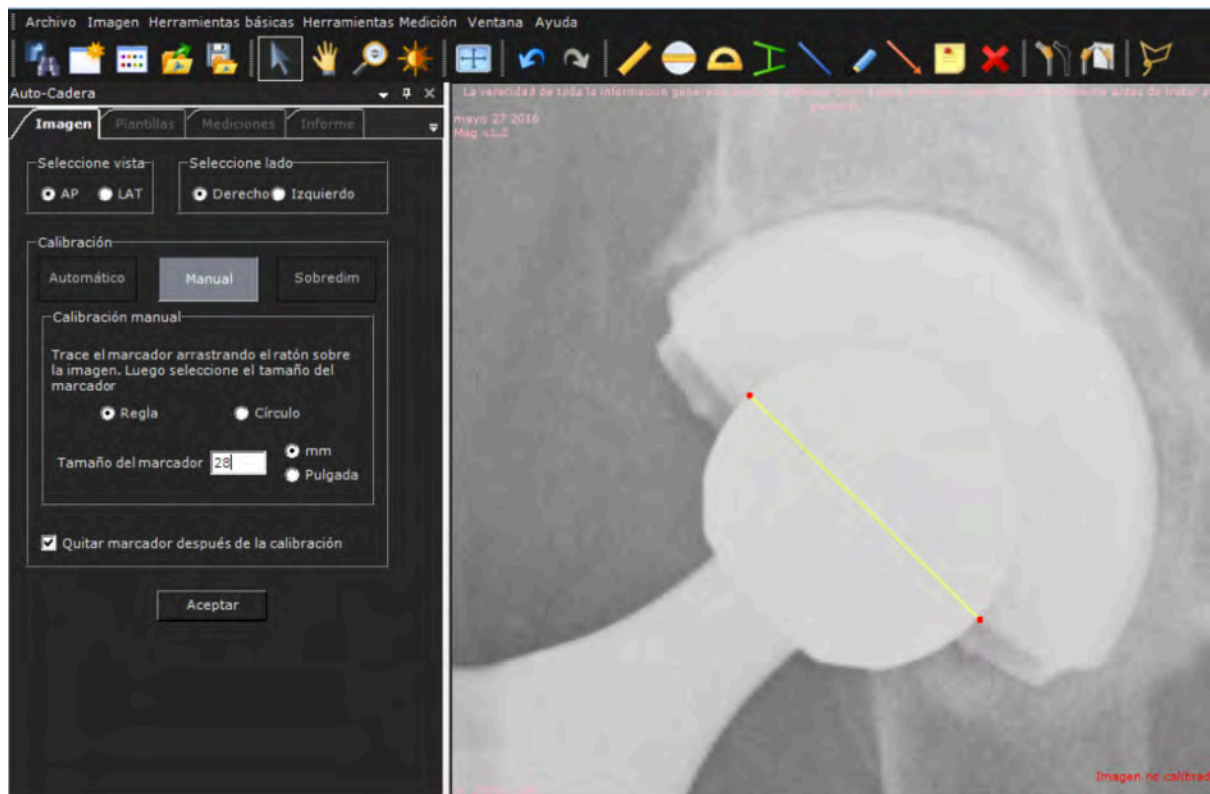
Calibración de la radiografía postoperatoria utilizando la cabeza metálica de 28mm como referencia conocida.
